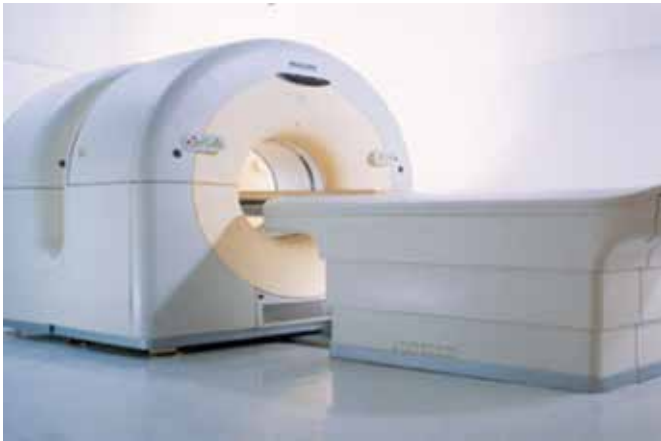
Tomógrafo PET/CT Gemini TF64
